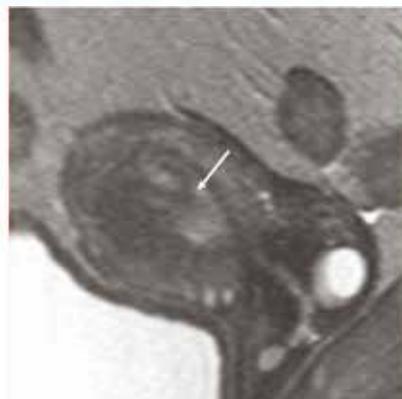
МРТ матки в сагиттальной проекции, T2 ВИ
